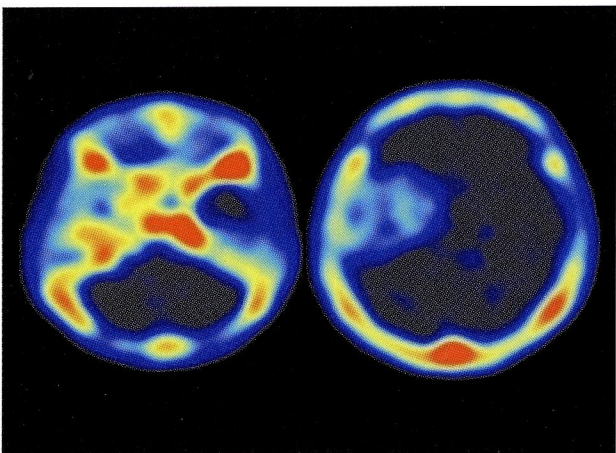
$^{99\text{m}}\text{Tc}$ -MDP bone SPECT
